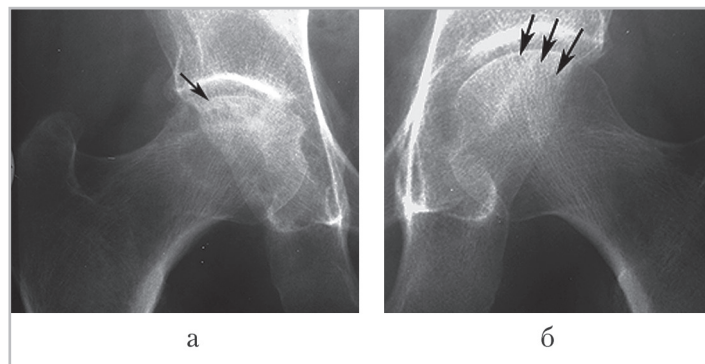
Рентгенограммы тазобедренных суставов пациента Н., 48 лет, с распространенным остеоартрозом, продолжительность заболевания 4 года: *а* — определяется уплощение головки правой бедренной кости (*стрелка*), с локальным вдавлением в месте участка некроза (3-я стадия); *б* — костная структура головки левой бедренной кости неоднородная (*стрелки*) за счет кистовидных просветлений в субхондральном отделе (2-я стадия)
